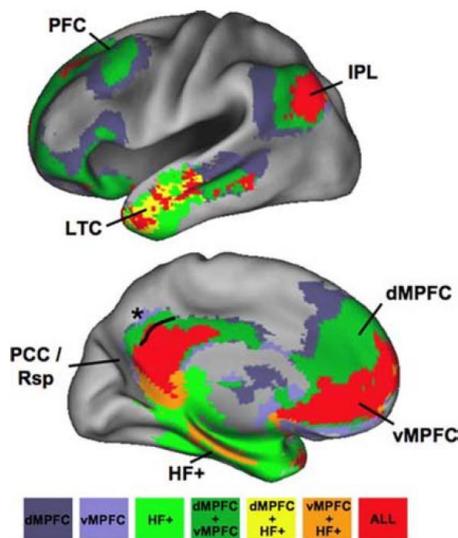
Mapeo de los centros y subsistemas de la red neuronal por defecto mediante análisis de conectividad funcional. En la imagen pueden observarse tres regiones separadas, dmPFC, vmPFC y HF+, y la superposición de las correlaciones funcionales existentes entre ellas. Se pueden analizar tres observaciones: 1) este mapa es similar al estimado en los estudios sobre la red neuronal por defecto utilizando PET; PCC/Rsp, IPL y vmPFC son centros de esta red (el resto de las regiones se relacionan con ellas); 2); dmPFC y HF+ están muy relacionadas con los centros, pero no se relacionan entre ellas por lo que forman parte de subsistemas; y 3) según el estudio, el área 7m del precúneo (representado con el asterisco) no se considera como parte de la red neuronal por defecto. Tomada de Buckner et al., 2008.
